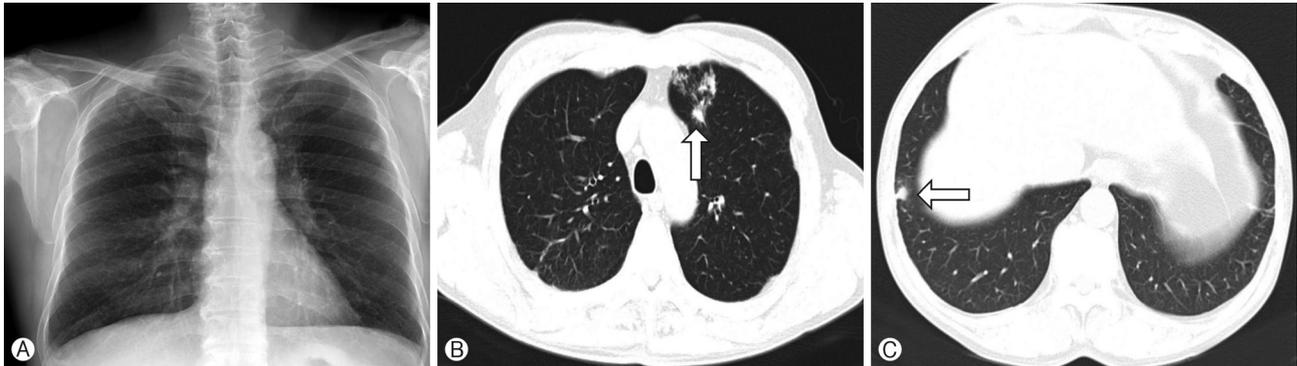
Chest X-ray that shows both upper-lobe lung nodules, which are suspected of having pulmonary tuberculosis (A). High-resolution computed tomography shows ill-defined centri-lobular nodules with a tree-in-bud appearance and segmental distribution in the anterior segment of the left upper lobe (B), and a 1cm-sized tuberculoma in the right lower lobe (C).
